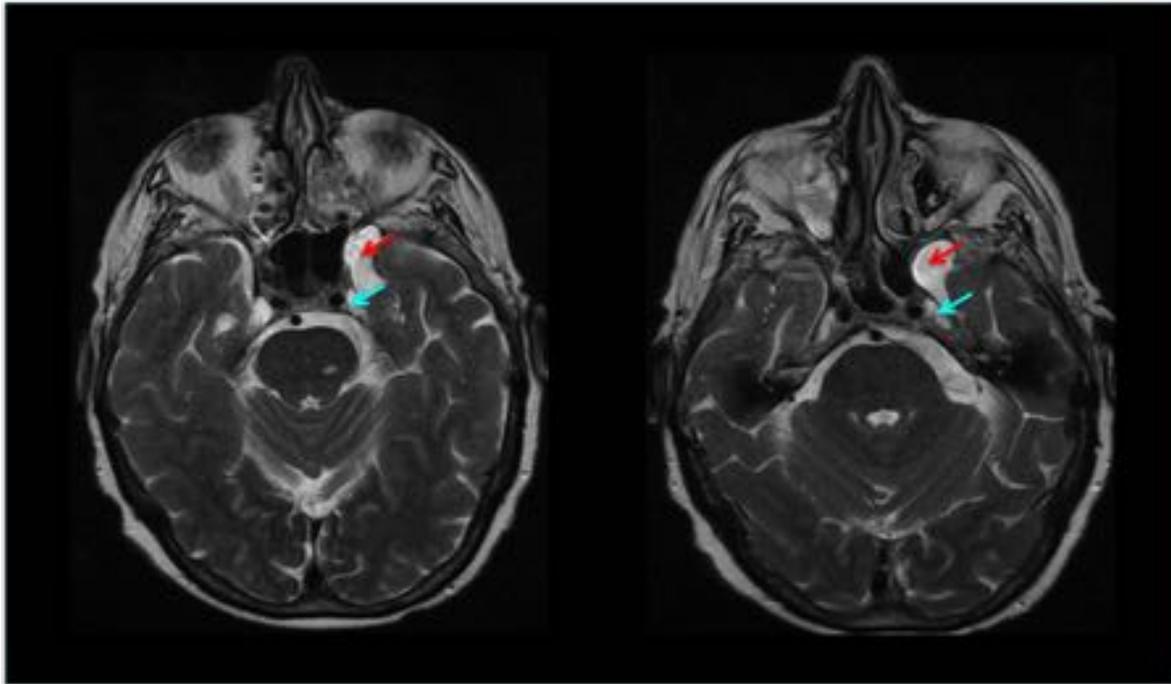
Quiste aracnoideo (flecha roja) en fosa craneal media que comprime el cavum de Meckel (flecha azul). RM craneal axial con secuencias potenciadas en T2.
